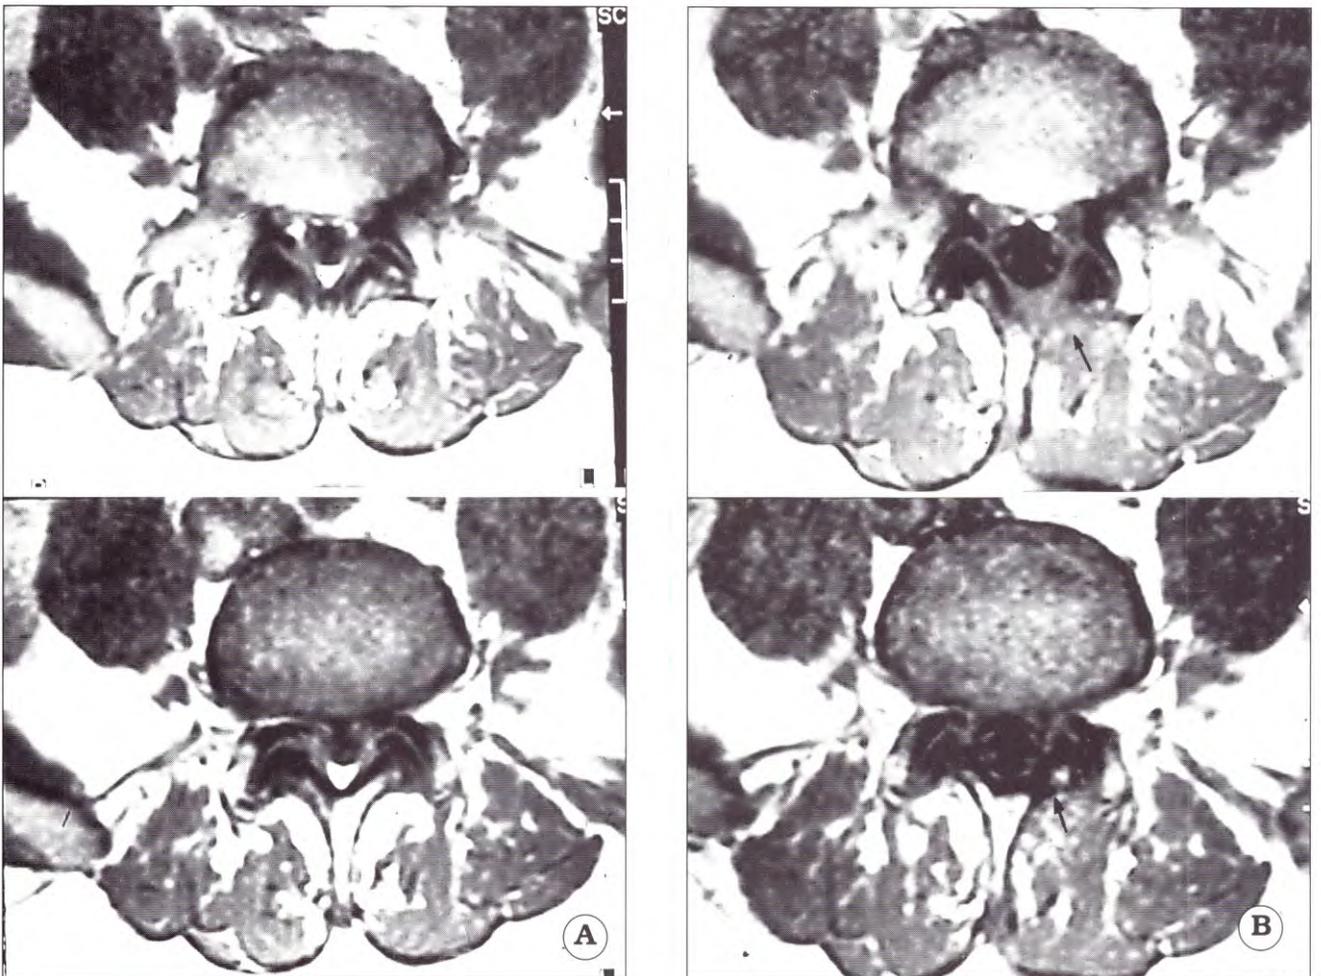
A. IRM preoperatoria axial ponderada en T1 que muestra una EL subarticular bilateral L4-L5. B. IRM postoperatoria axial ponderada en T1 que muestra la recuperación de la forma circular del saco dural luego de un abordaje unilateral con descompresión bilateral.
